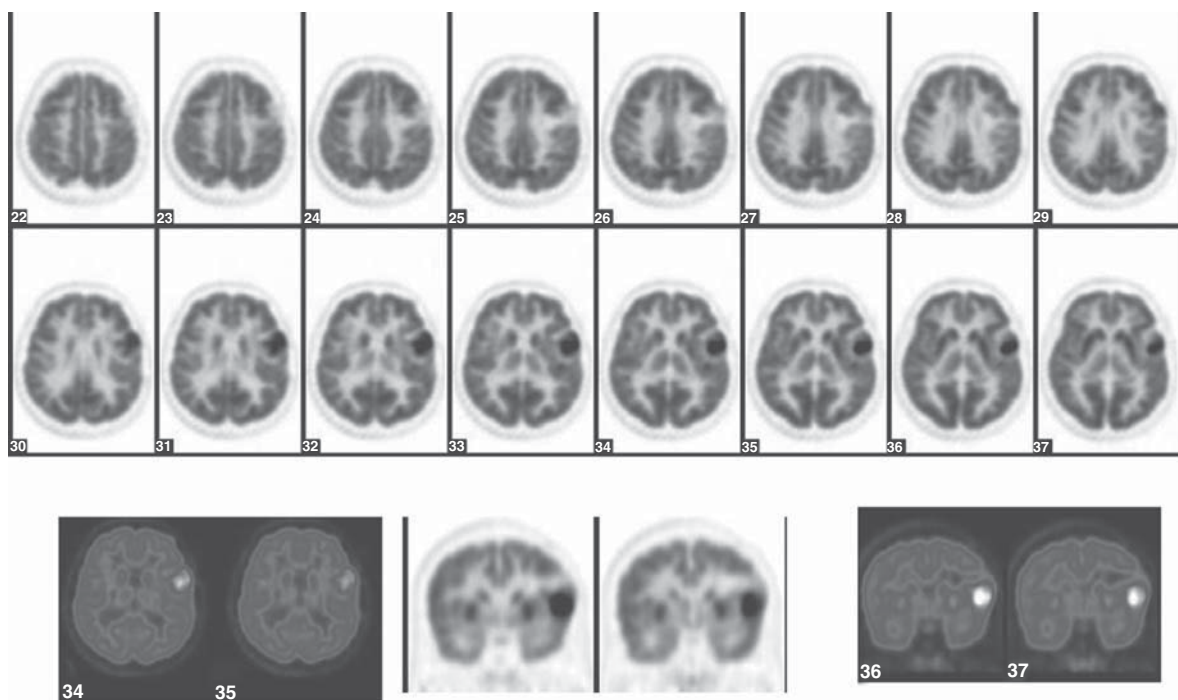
Paciente de 35 años con astrocitoma frontal izquierdo, hace 5 años cirugía, radioterapia. De nuevo síntomas: RM no conclusiva, ¿recidiva comparada con radionecrosis? TEP-FDG: aumento de la captación, tumor viable en la superficie posterior de la masa residual.
